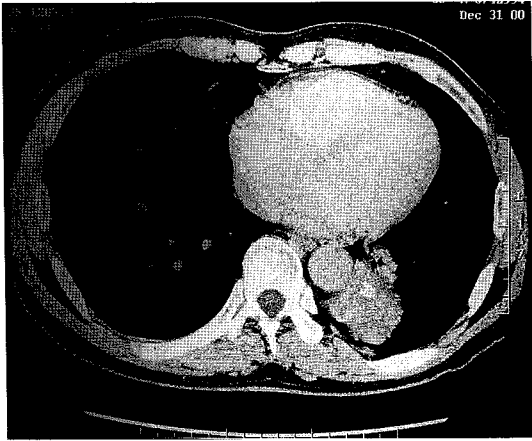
The chest CT scan shows 4.5cm × 4cm sized round mass with lobulated margin and small calcification in left perihilar area.
